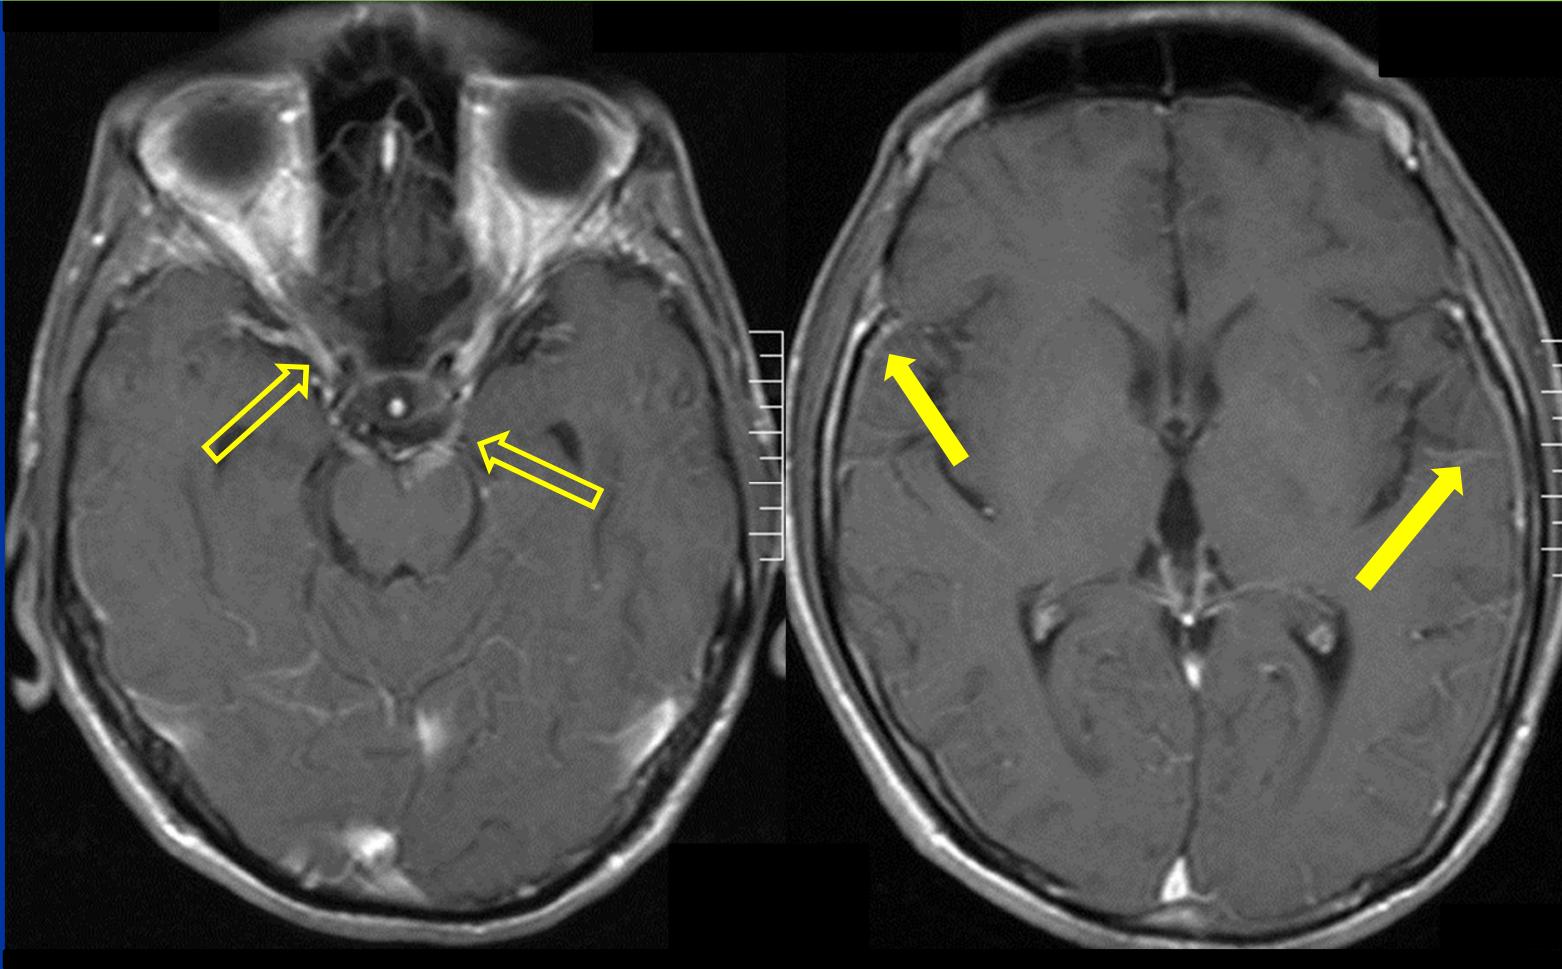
Paciente HIV, 31 años, masculino, sin síntomas neurológicos, en el curso de la enfermedad. La RM potenciada en T1 con contraste evidencia refuerzo leptomenígeo a nivel de las cisternas peritroncales (↔) y surcos (↖). Linfomatosis meníngea.
